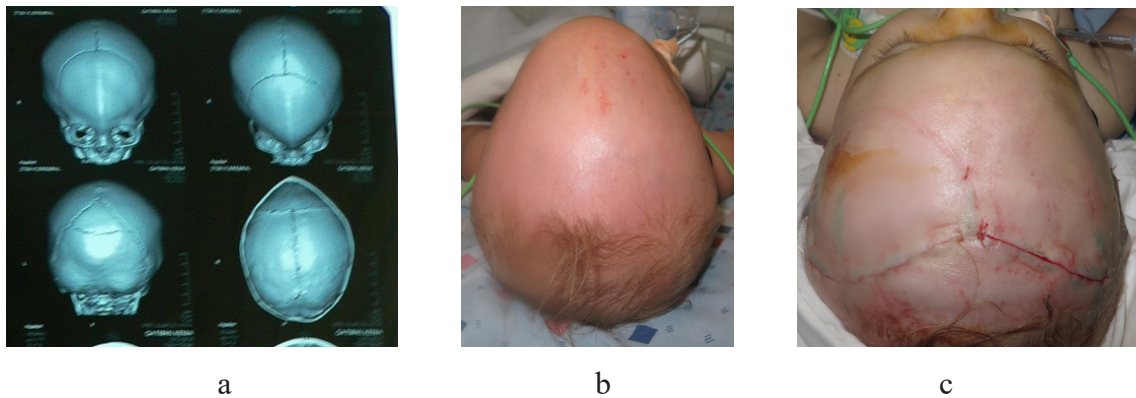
Craniostenoză metopică: a) imagine TC; b, c) imagine prin examinare superioară, sutura metopică sinostozată: trigonocefalie (preoperatoriu și postoperatoriu)
